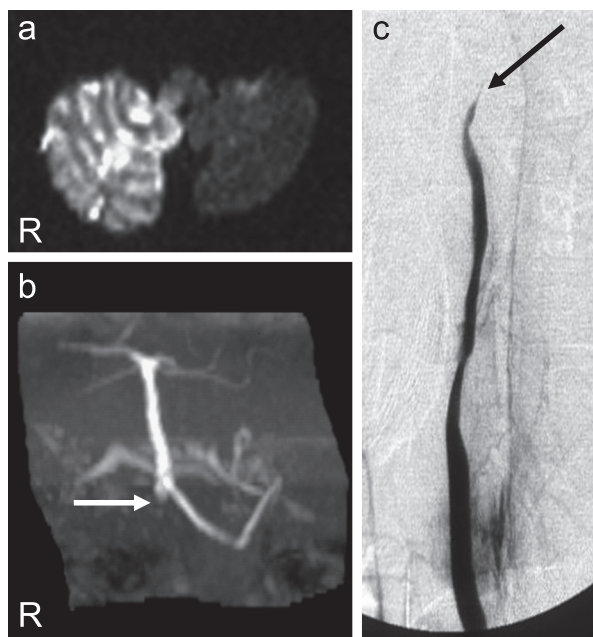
Case 1: Dissection of the right vertebral artery (VA). Diffusion-weighted MR image on day 1 showed a high-intensity area in the right lateral medullary and cerebellar hemisphere (a). MR angiography on day 1 did not show both VA and right posterior inferior cerebellar artery (PICA) (b). Brain angiography on day 2 showed string sign and tapered occlusion on the right VA (c).
